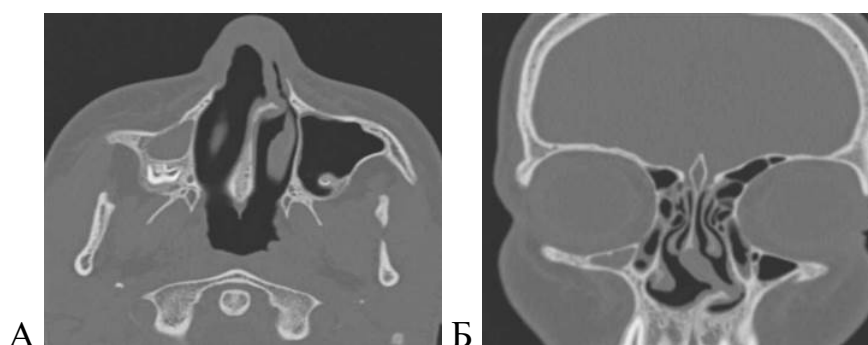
КТ ОНП ребенка 13 лет. Выраженное ИПН влево в сочетании с хроническим ателектазом правой верхнечелюстной пазухи. Аксиальная (А), коронарная (Б) проекции
